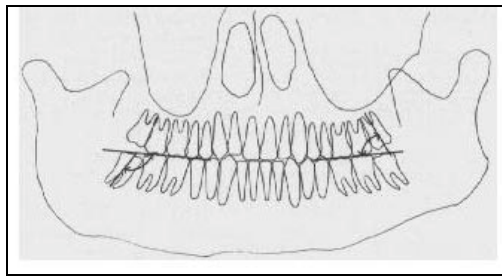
Mensuração da angulação dos 3MI em radiografia panorâmica
